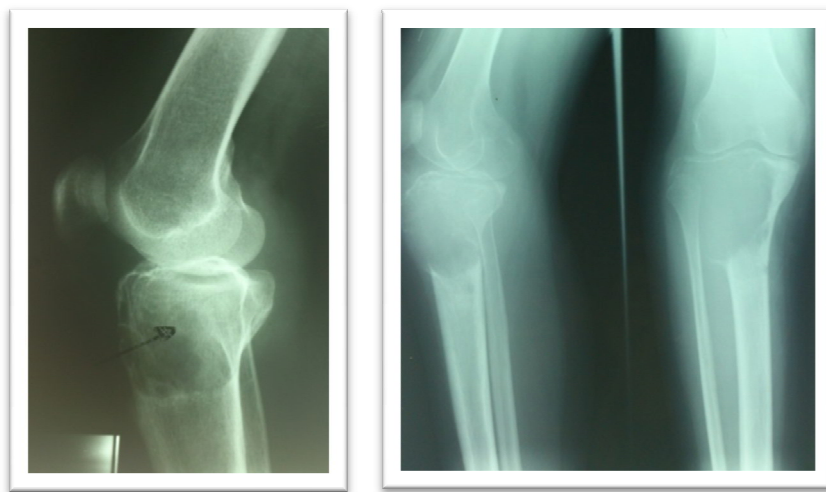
Radiographies standards du genou montrant une localisation de TCG au niveau de l'EST (cas 3 et 17).
